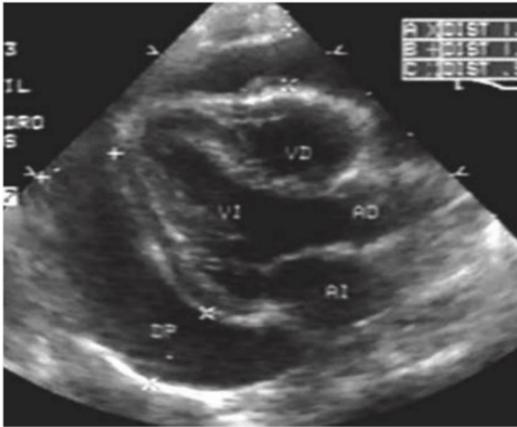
Se muestra en este ecocardiograma de eje largo, los sitios donde debe realizarse la medición del derrame pericárdico, para determinar su relativo volumen, respecto al tamaño del corazón y determinar la necesidad de drenaje.
